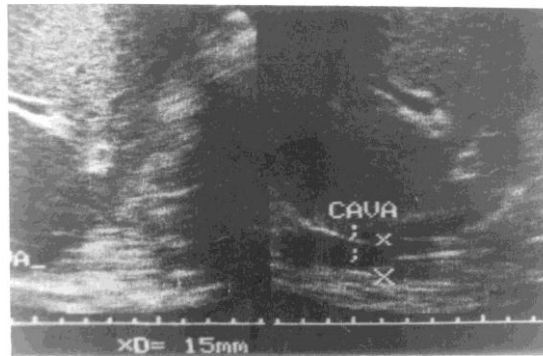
Ultrasonido abdominal donde se observa vena cava con imagen ecogénica en su interior.
